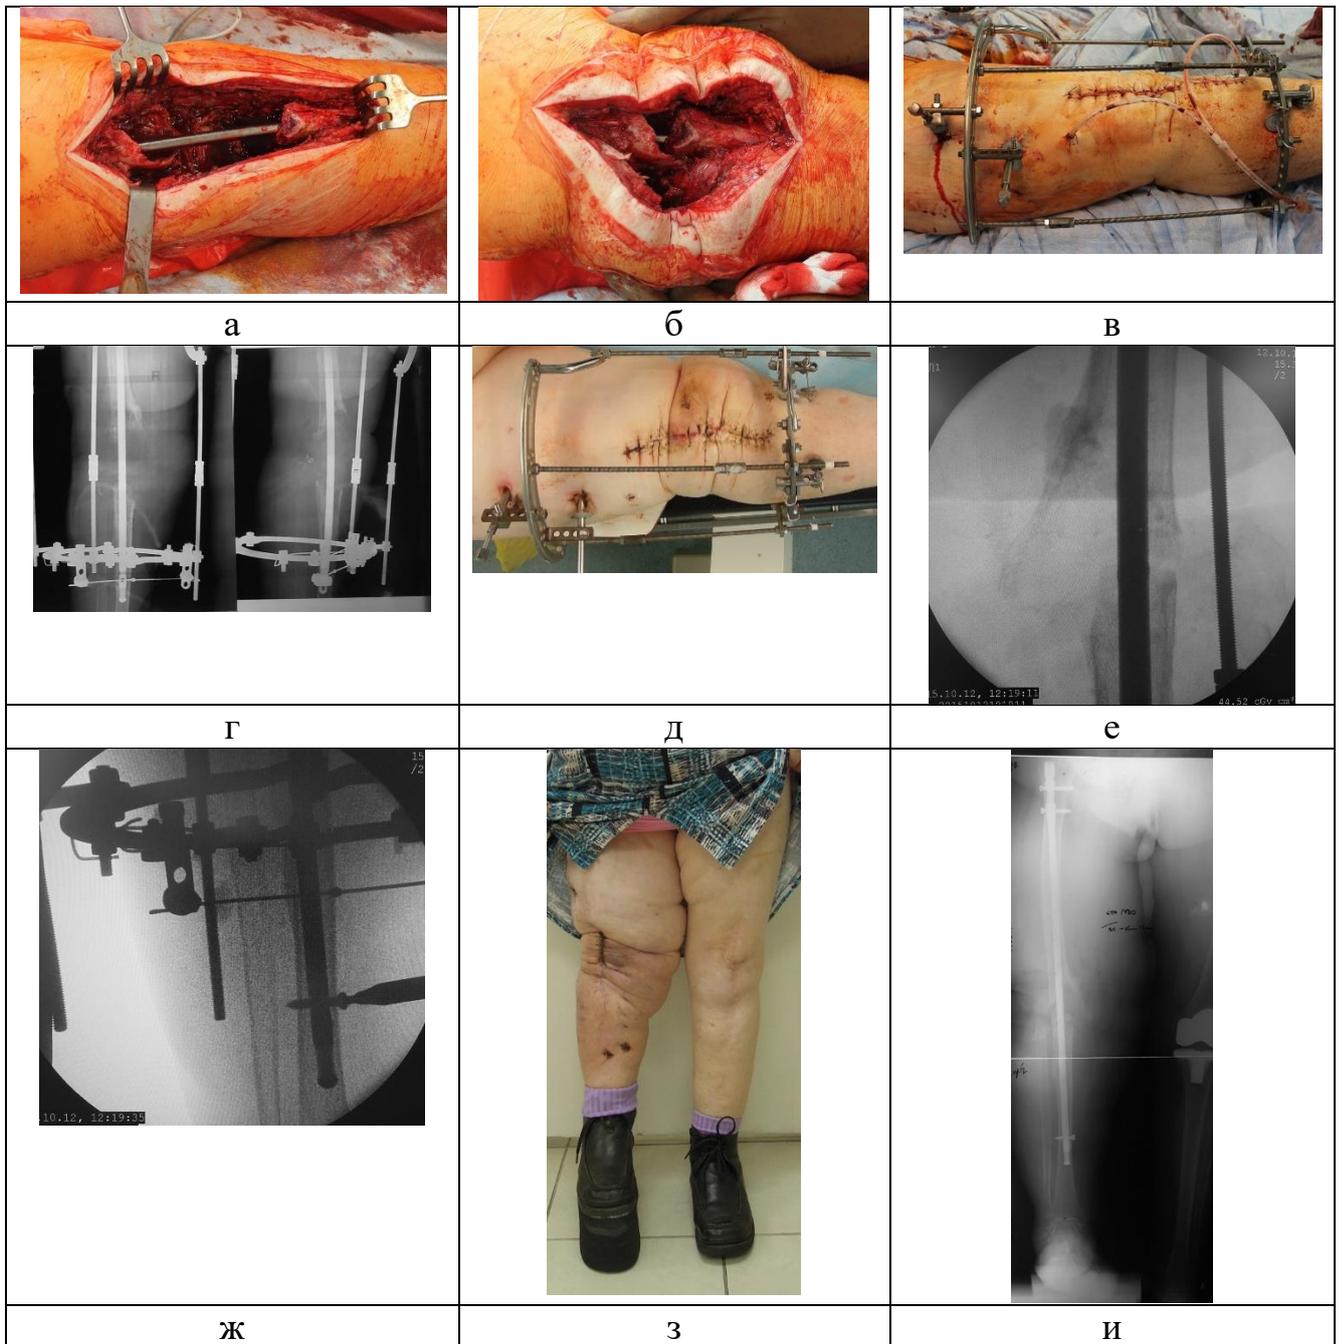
Способ двухэтапного артродеза коленного сустава: а – фотография дефекта костей, образующих коленный сустав с установленным интрамедуллярным стержнем; б – фотография мягких тканей после сближения костных фрагментов – ушивание раны невозможно; в – фотография ушитой раны при наличии диастаза между костными фрагментами; г – рентгенограммы с наличием диастаза между фрагментами бедренной и большеберцовой костей; д – фотография мягких тканей после сближения концов костных фрагментов в АВФ; е – рентгенограммы после сближения костных фрагментов; ж – дистальное блокирование стержня под контролем ЭОП; з – фотографии мягких тканей после дистального блокирования стержня и демонтажа АВФ; и – телерентгенограммы после дистального блокирования стержня и снятия АВФ
